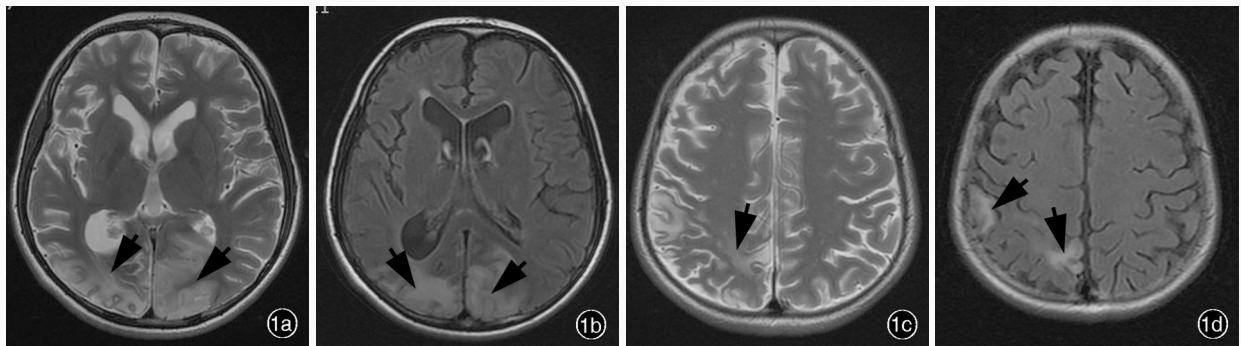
误诊为病毒性脑炎的早期神经梅毒患者头部 MRI 检查所见 1a 横断面 T<sub>2</sub>WI 显示, 双侧枕叶高信号, 脑回肿胀(箭头所示) 1b 横断面 FLAIR 成像显示, 双侧枕叶高信号, 脑回肿胀(箭头所示) 1c 横断面 T<sub>2</sub>WI 显示, 右侧顶叶多发高信号(箭头所示) 1d 横断面 FLAIR 成像显示, 右侧顶叶多发高信号(箭头所示)
